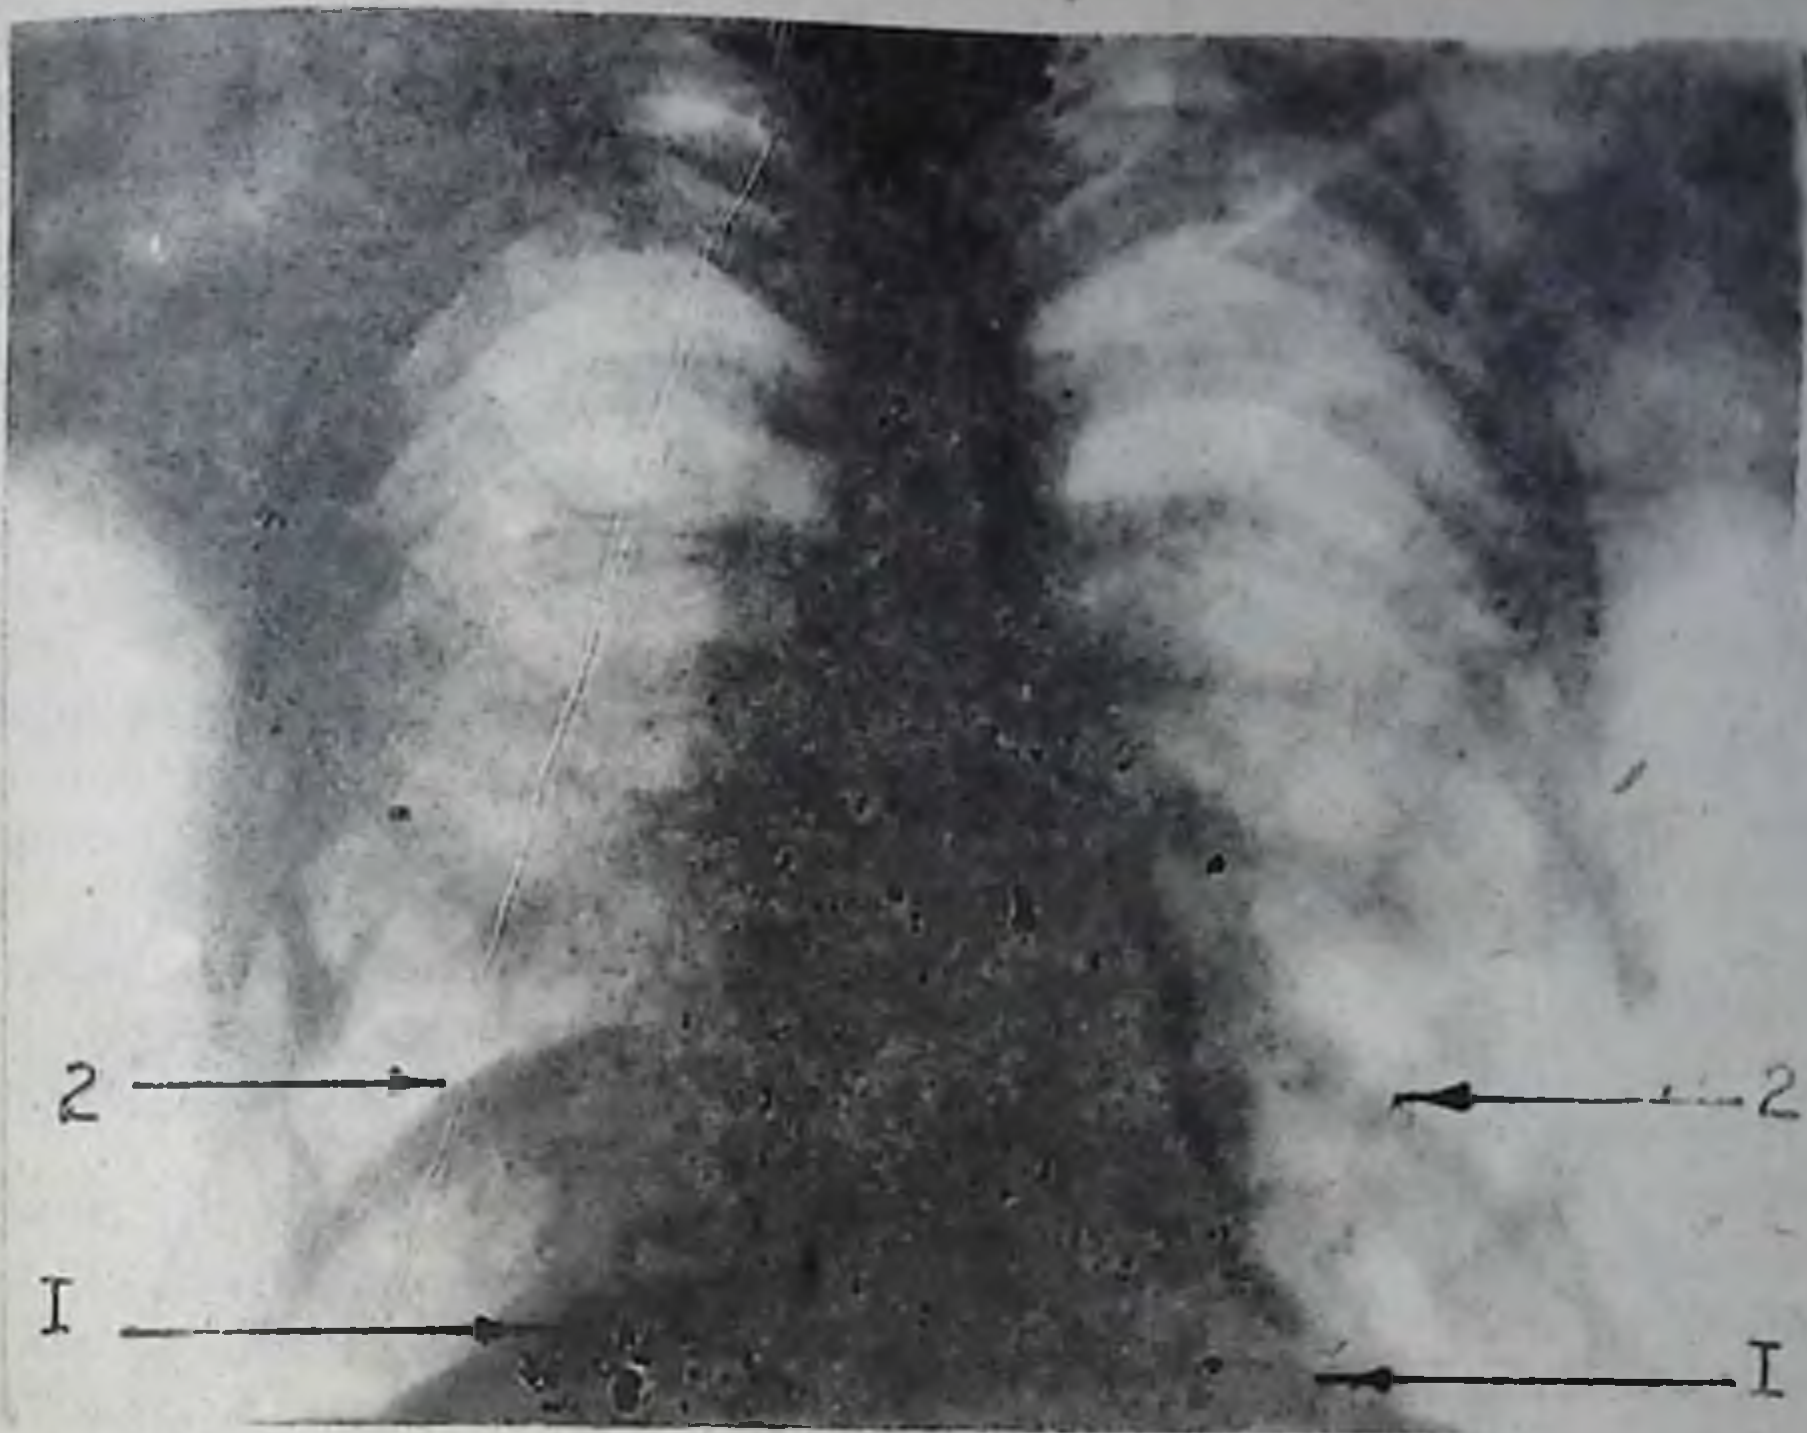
Рентгенограмма грудной клетки в фазе вдоха и выдоха. Подвижность куполов диафрагмы 5 см. Норма (1 — вдох; 2 — выдох).
